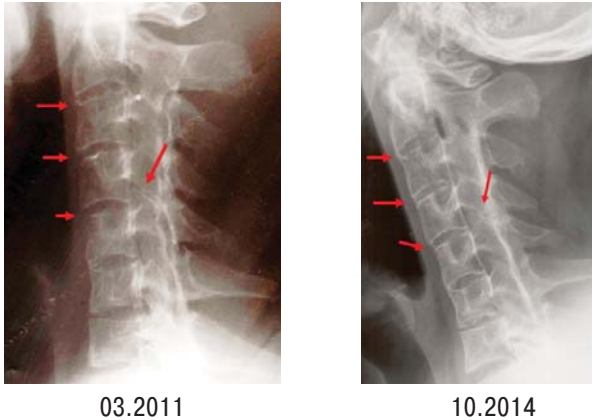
Динамика рентгенологических изменений на фоне терапии инфликсимабом (случай 2)
